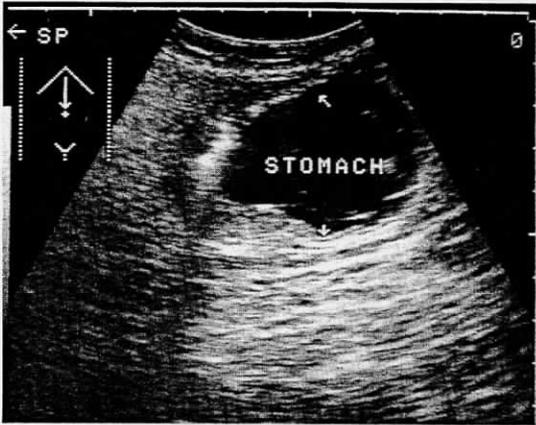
Borrmann 3型胃癌 胃壁は全体に肥厚し、低エコーレベルが散見され、内部構造は不均一となっている(→)。
